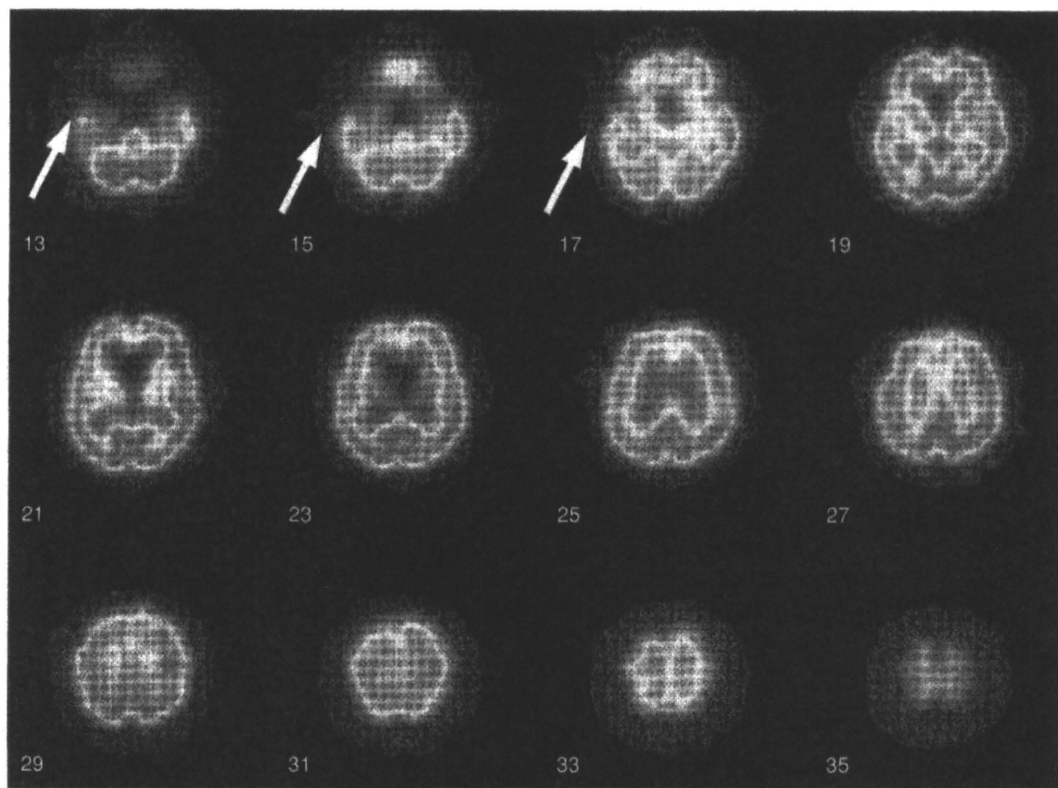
意味性認知症患者のSPECT画像(巻頭グラビアページ参照)
